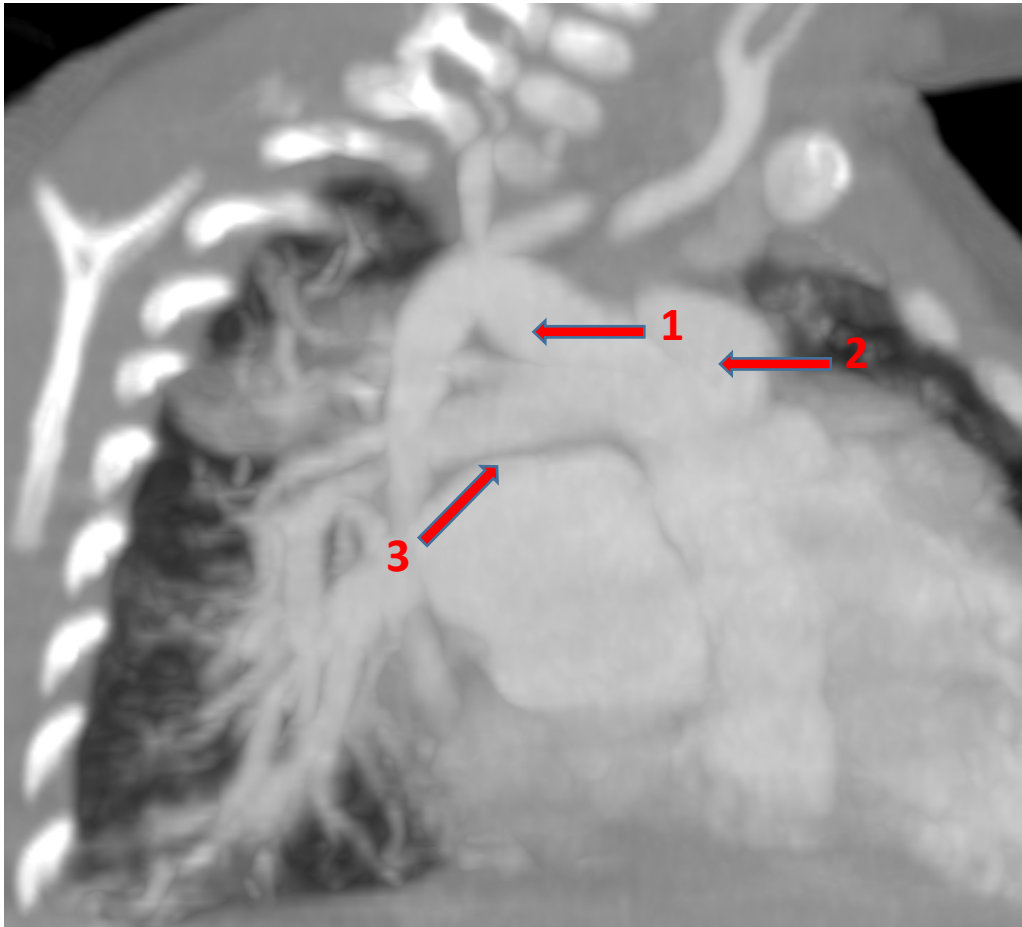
TDM thoracique, en coupe parallèle à l'axe de Truncus Arteriosus, en reconstruction MIP, de la malformation du Truncus Arteriosus TYPE II, chez un patient de 3 mois (service de radiologie CHU Mohamed VI Marrakech).
